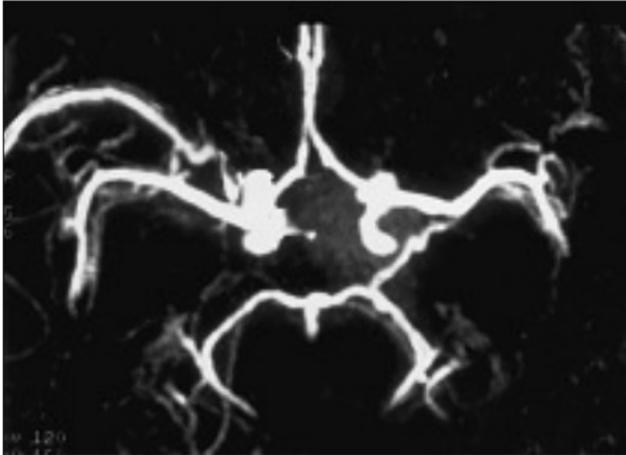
Angiografía por resonancia magnética cerebral normal obtenida con técnica TOF-3D en visión frontal
